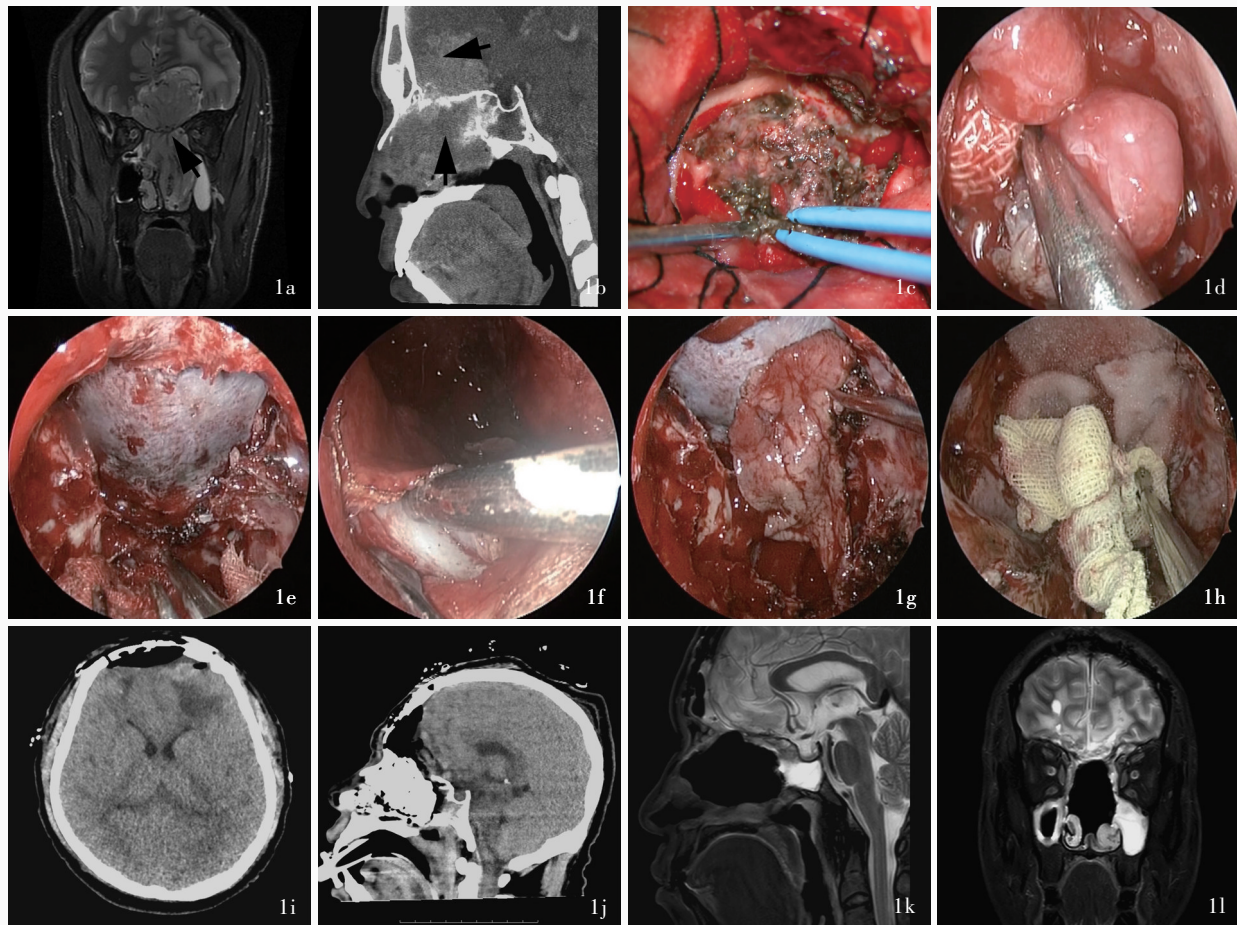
例22患者,男性,43岁,因鼻塞1年、加重伴鼻出血6个月入院,外院鼻部肿物活检结果为嗅神经母细胞瘤,行扩大经基底入路联合内镜经鼻入路颅底肿瘤切除术+颅底重建术。手术前后影像学检查和术中所见 1a 术前鼻窦冠状位抑脂T₂WI显示,颅-鼻沟通占位性病变(箭头所示),左侧上颌窦内囊肿 1b 术前鼻窦矢状位重建CT显示,病变侵及颅内和鼻腔(箭头所示),颅底骨质破坏明显 1c 开颅显露并切除颅内肿瘤 1d 内镜下切除鼻腔内肿瘤 1e 内镜下切除鼻腔肿瘤后,经颅修补颅底缺损,可见硬脑膜完全闭合,无脑脊液漏 1f~1h 内镜下留取鼻中隔黏膜瓣,再次重建颅底,并碘仿纱条填塞 1i,1j 术后6h复查头部横断面和矢状位重建CT,未见颅内出血、脑缺血和大面积脑水肿,颅底重建满意 1k,1l 术后2周复查鼻窦矢状位和冠状位抑脂T₂WI显示,肿瘤全切除
